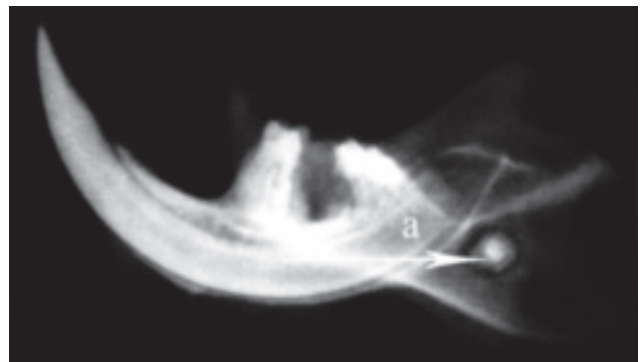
Рентгенологічний знімок нижньої щелепи щура зліва. Дослідна група, 7 доба експерименту.
